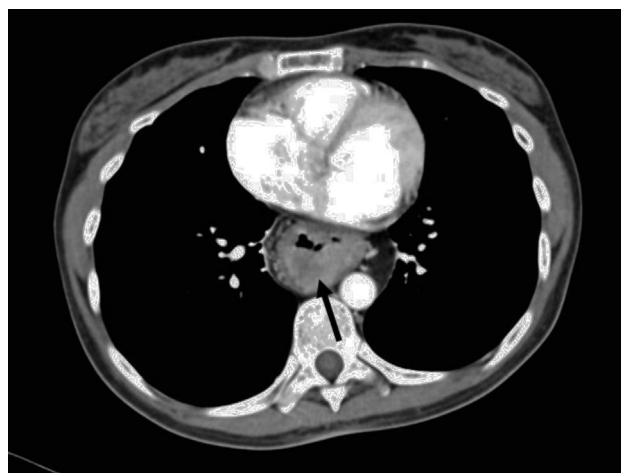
Tomografía computarizada de tórax que demuestra masa intraluminal en tubo gástrico interpuesto.
